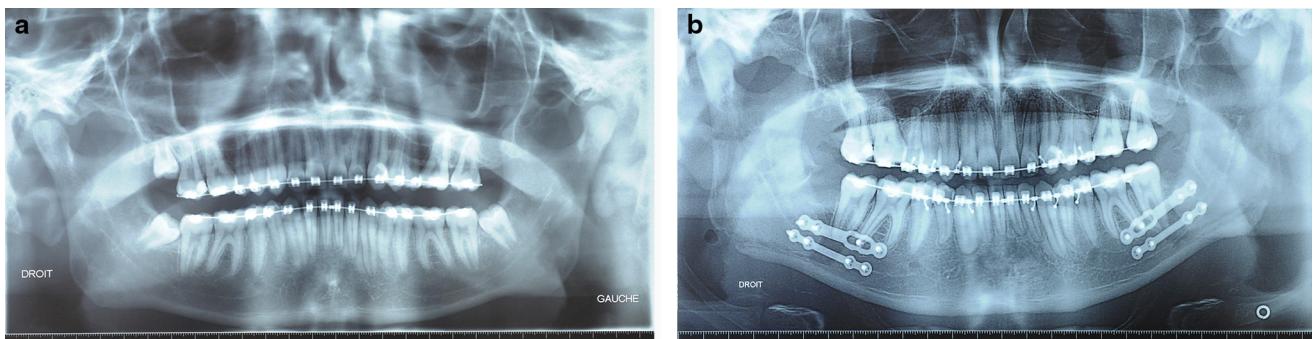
(a) Panoramic dental X-ray of a class II case; (b) post-operative follow-up.
